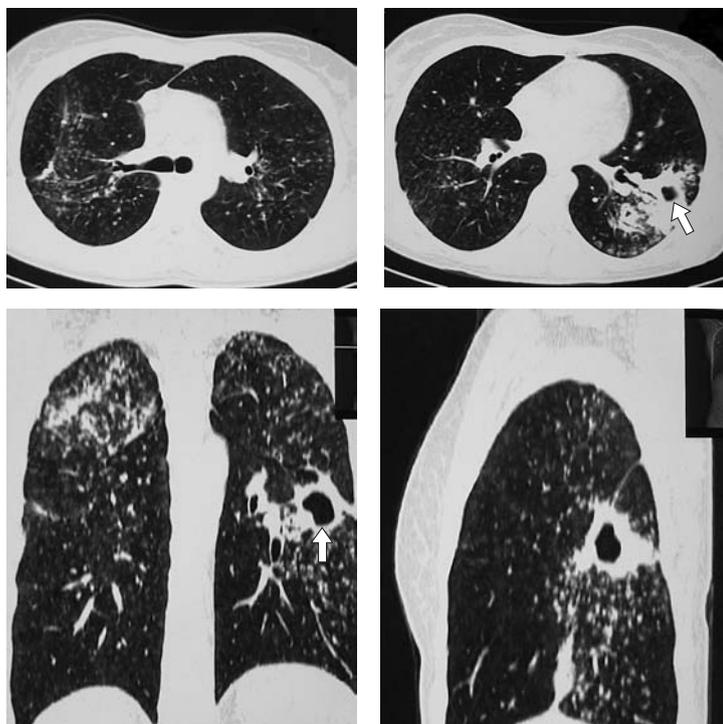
Фрагменты МСКТ легких от 18.05.2010 г.: полость распада в VI сегменте левого легкого (стрелка).
